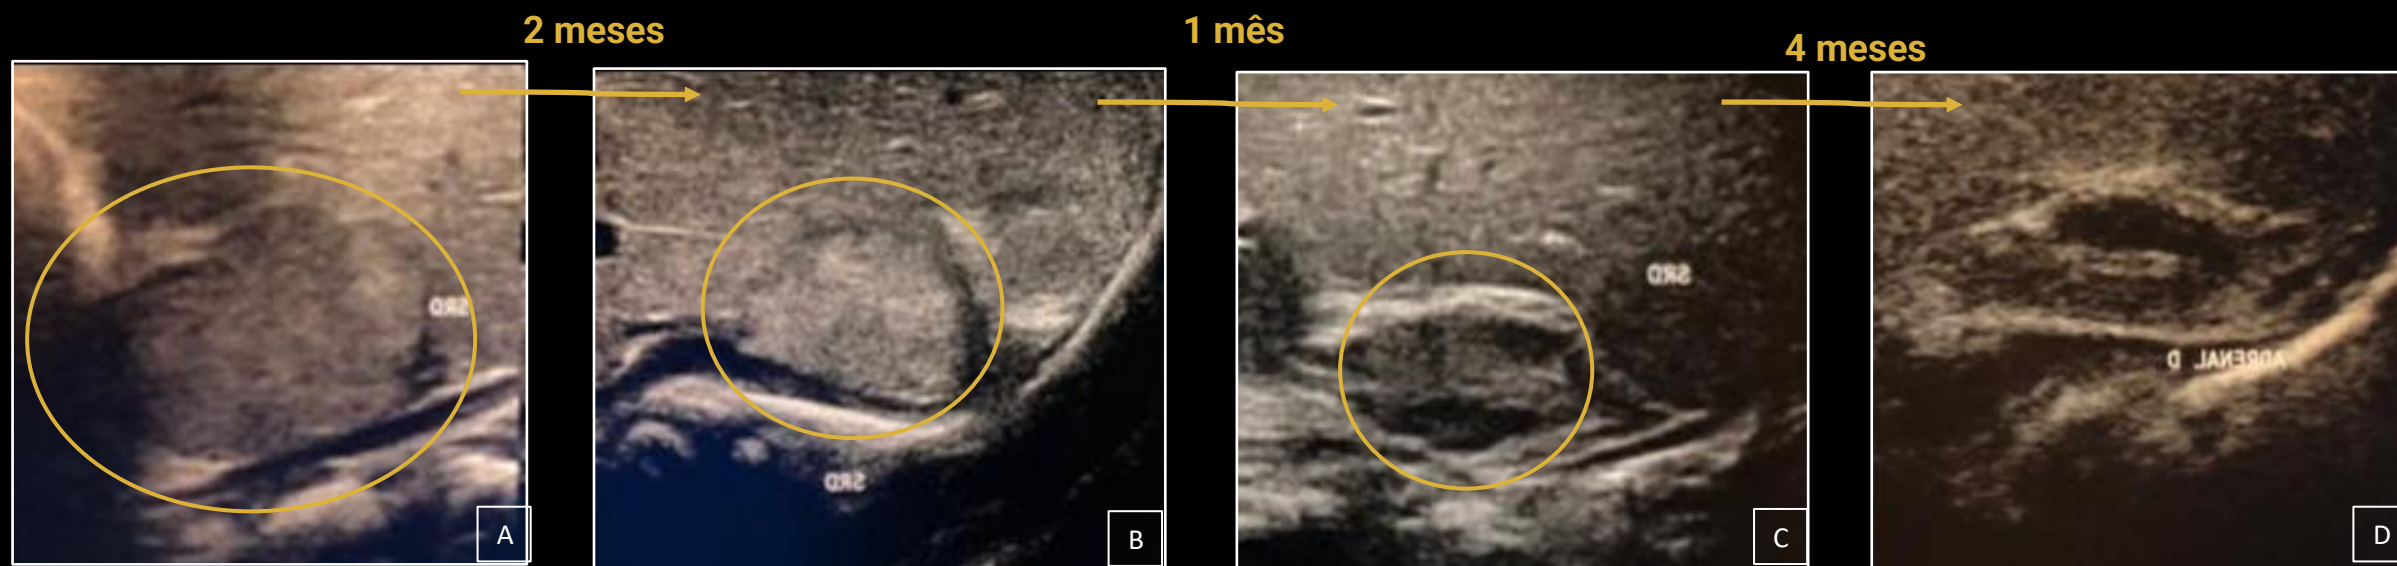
(A,B,C,D)- USG abdominal de RN evidenciando involução espontânea do neuroblastoma (circulo amarelo) em 7 meses.
